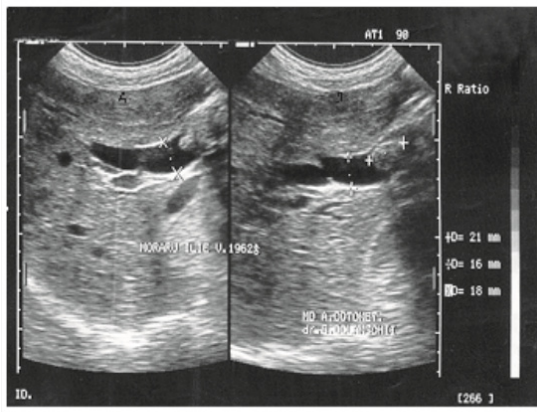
Imagine ultrasonografică:
